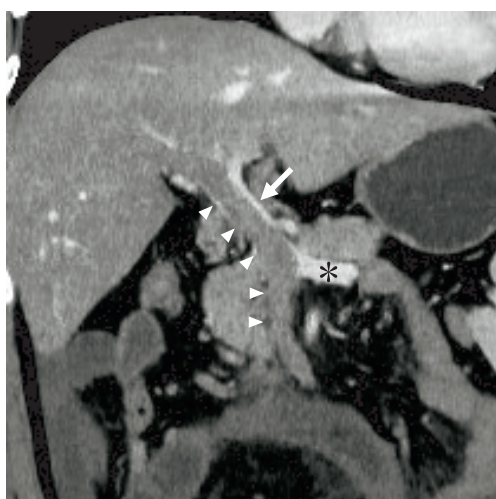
腹部造影CT (冠状断)：門脈から上腸間膜静脈にかけて広範な血栓 (▶) を認めた。血栓の傍には僅かに血流を認めた (⇨)。脾静脈は開存していた (\*)。
